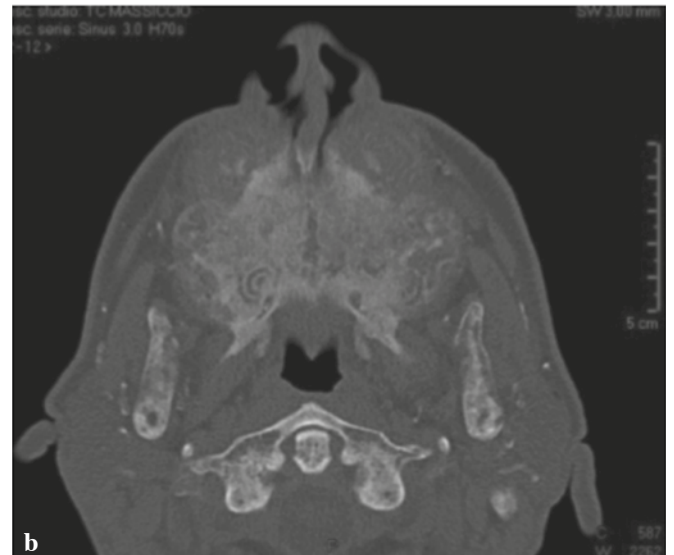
Esame TC. Riassorbimento osseo alternato ad areole osteoaddensanti che caratterizzano l'aspetto a "sale e pepe".
